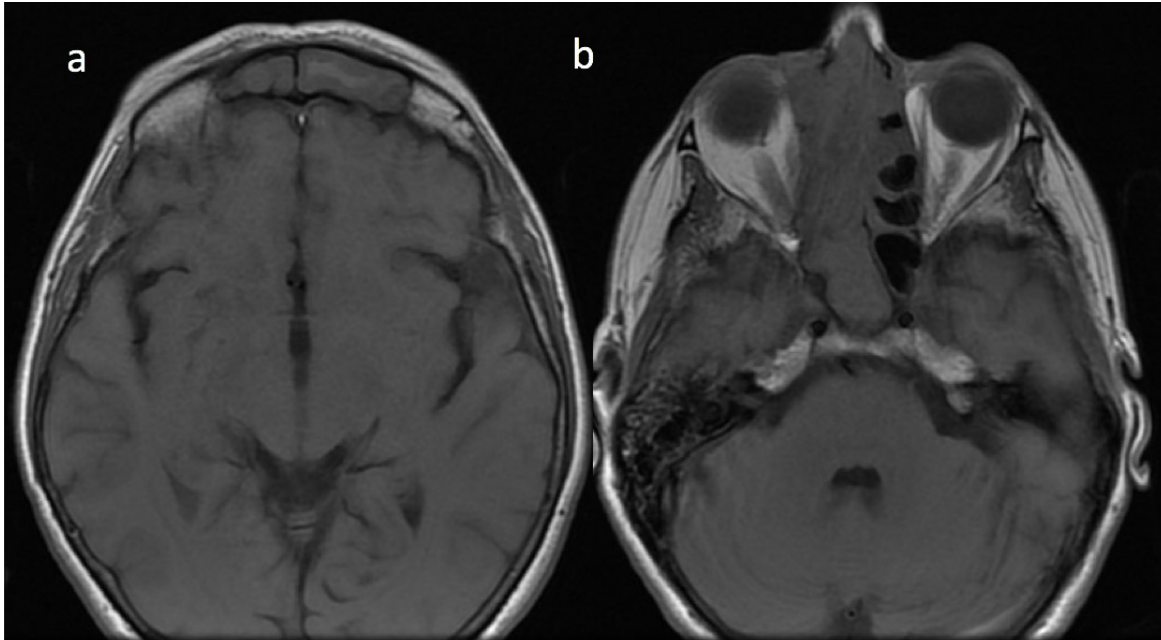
RMN de MCF. Cortes axiales. Extensión hasta senos frontales y erosión de la lámina papirácea (a y b).
